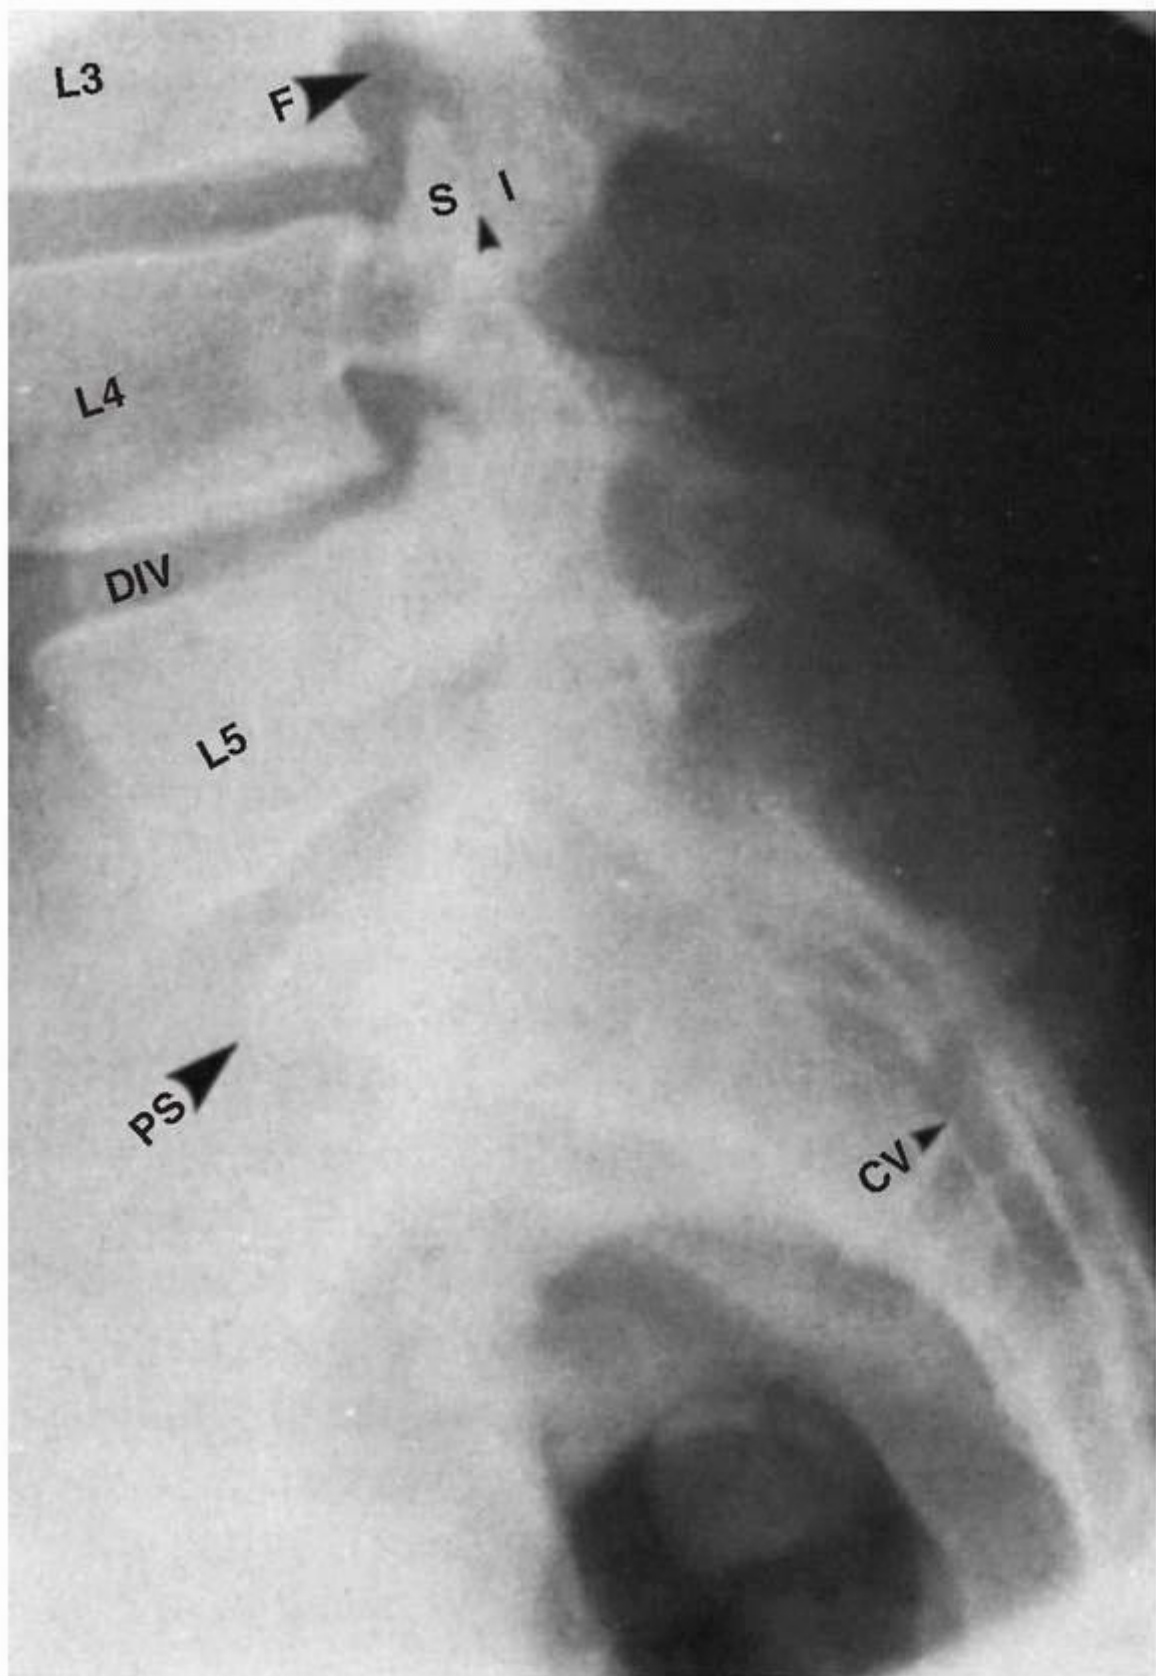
Radiographie latérale de la région lombo-sacrale. Notez les vertèbres lombales (*L3, L4, L5*) ainsi que les disques intervertébraux (*DIV*) entre elles. Le promontoire sacral (*PS*) est le bord antérieur du corps vertébral de *S1*. L'articulation facettaire (synoviale) (petite flèche) entre le processus artulaire inférieur de *L3* (*I*) et le processus artulaire supérieur de *L4* (*S*)
